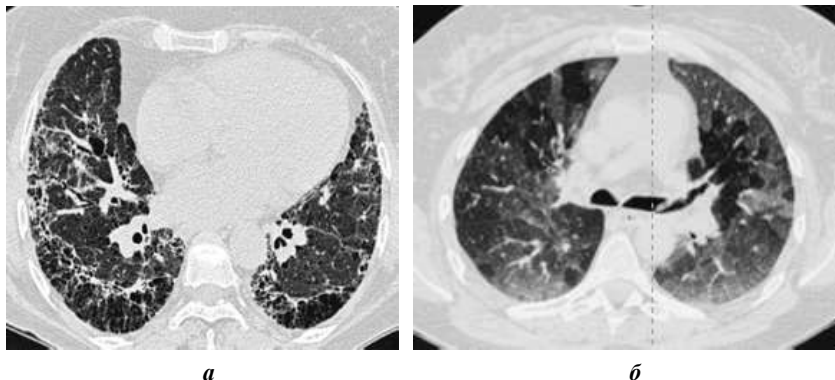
Паттерны при КТ-исследовании: а — фиброз; б — «матовое стекло»
